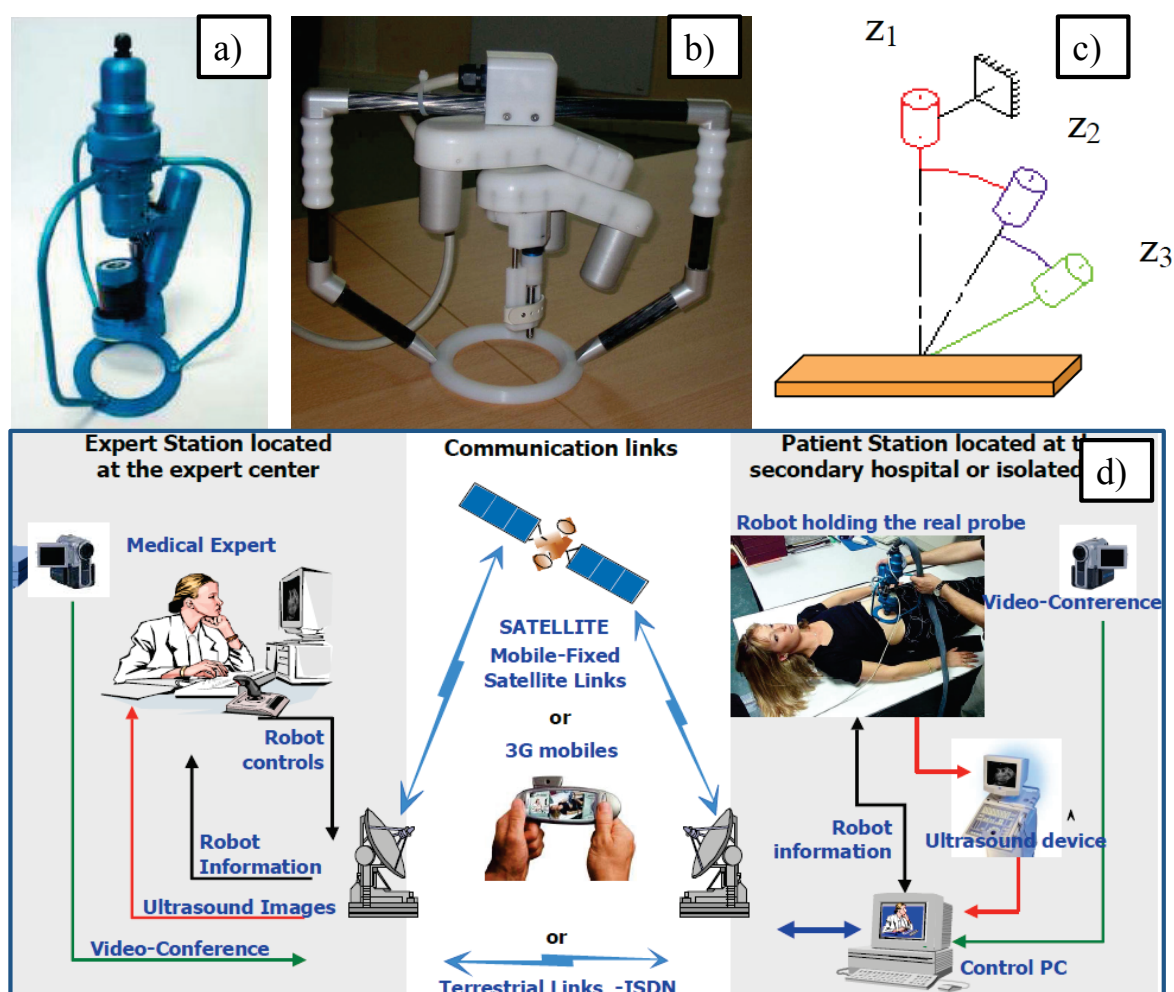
a) Prototype of the Otelo robot, b) Commercial version, c) Kinematic design, d) tele-ultrasound experiment.
